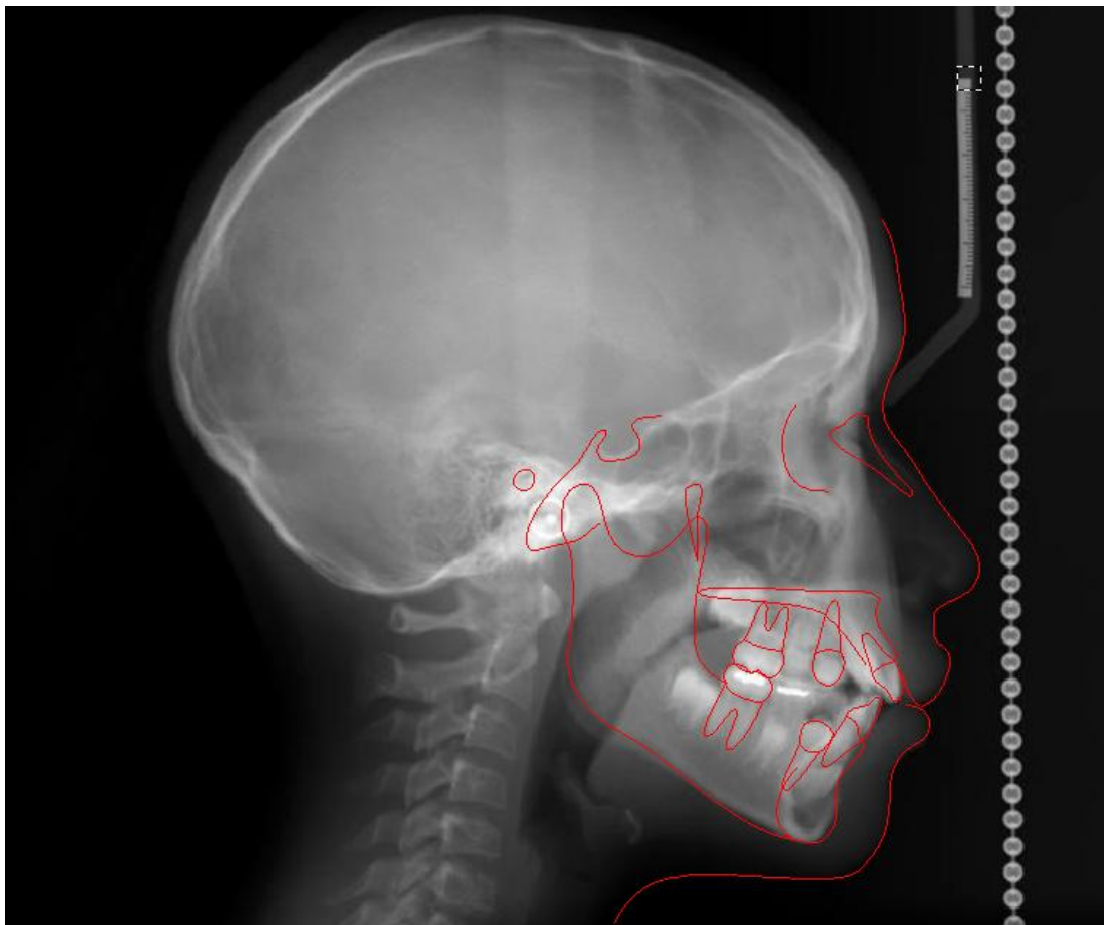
Radiografía lateral de cráneo al inicio del tratamiento.
